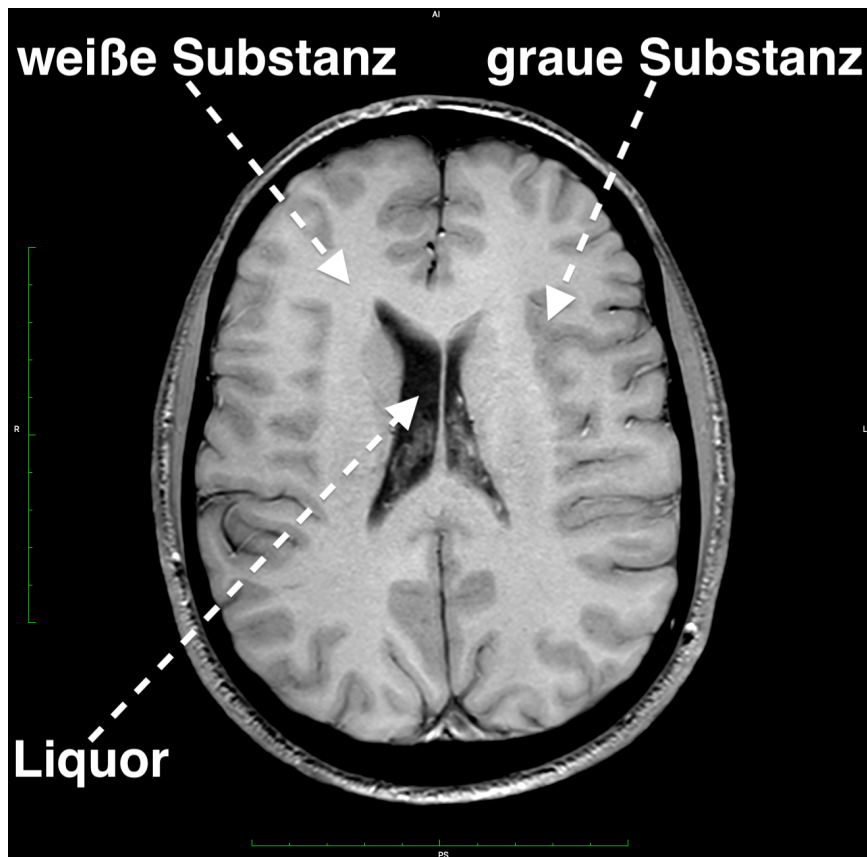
T1-gewichtete MRT-Aufnahme. Unterscheidung zwischen grauer Substanz, weißer Substanz und Liquor anhand unterschiedlicher Signalintensitäten
